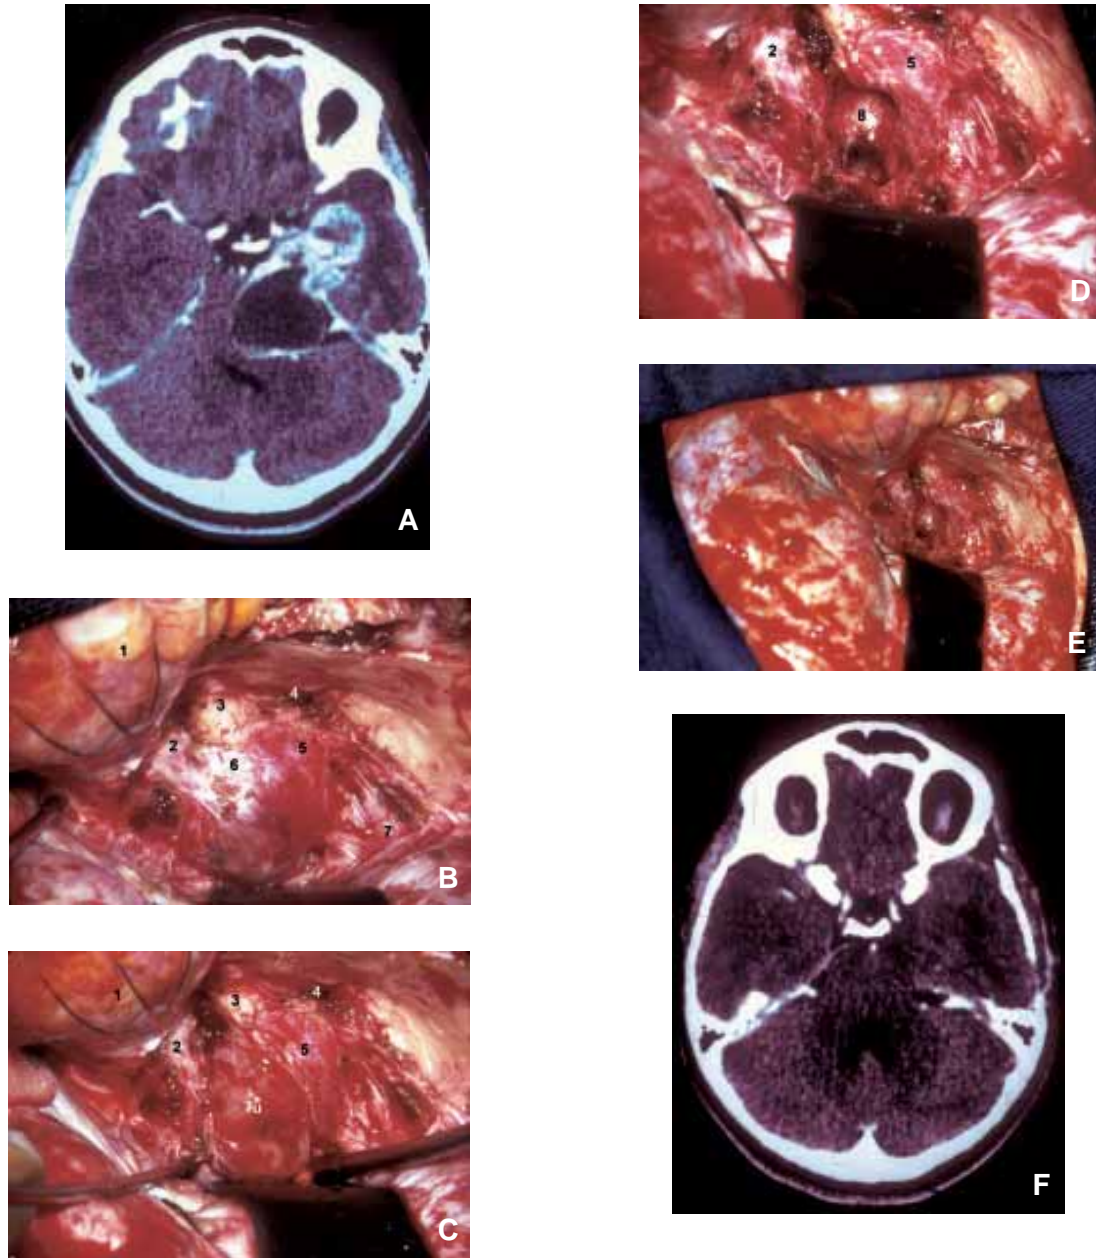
Caso ilustrativo de schwanoma de trigêmeo de fossa média operado por via extradural lateral. A: Tomografia pré-operatória. B: Uma craniotomia orbitozigomática à direita foi realizada e a dura-máter sobre o gânglio gasseriano foi descolada. C: O tumor foi exposto entre as fibras de V1 e V2. D: O tumor foi retirado completamente. E: Visão ampla do acesso após a retirada do tumor. F: Tomografia pós-operatória mostra remoção completa do tumor. 1, periórbita; 2, fissura orbitária superior; 3, divisão maxilar do nervo trigêmeo; 4, forame espinhoso; 5, divisão mandibular do nervo trigêmeo; 6, gânglio gasseriano; 7, artéria carótida interna intrapetrosa; 8, leito tumoral; Tu, tumor.
